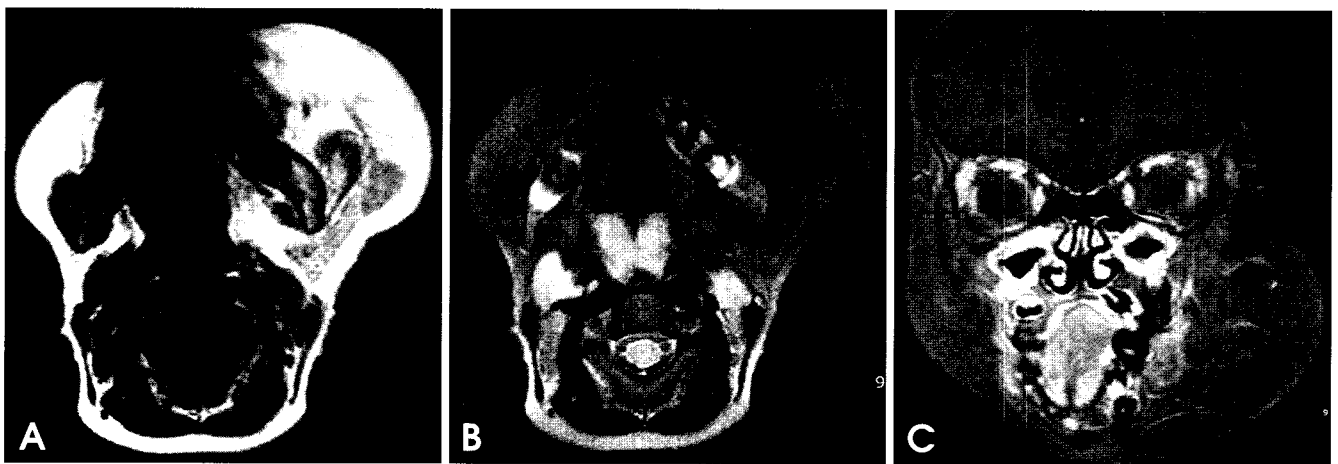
Magnetic resonance images clearly reveal the fatty nature of the large soft tissue swelling. A. Axial T1-weighted image shows a large homogeneous hyperintense lesion of fat signal infiltrating into the surrounding tissues including masseter muscle, buccal space, lip, and parapharyngeal space. Note the dystrophic changes of the left mandible and parotid gland. The left tongue and orbicularis oris muscle also demonstrate the high signal intensity indicating the infiltration of fatty tissue. B. Axial fat-suppressed T2-weighted image reveals a complete suppression of fat signal in the large mass. C. Coronal fat-suppressed, enhanced T1-weighted image demonstrates no evidence of contrast enhancement within the mass.
